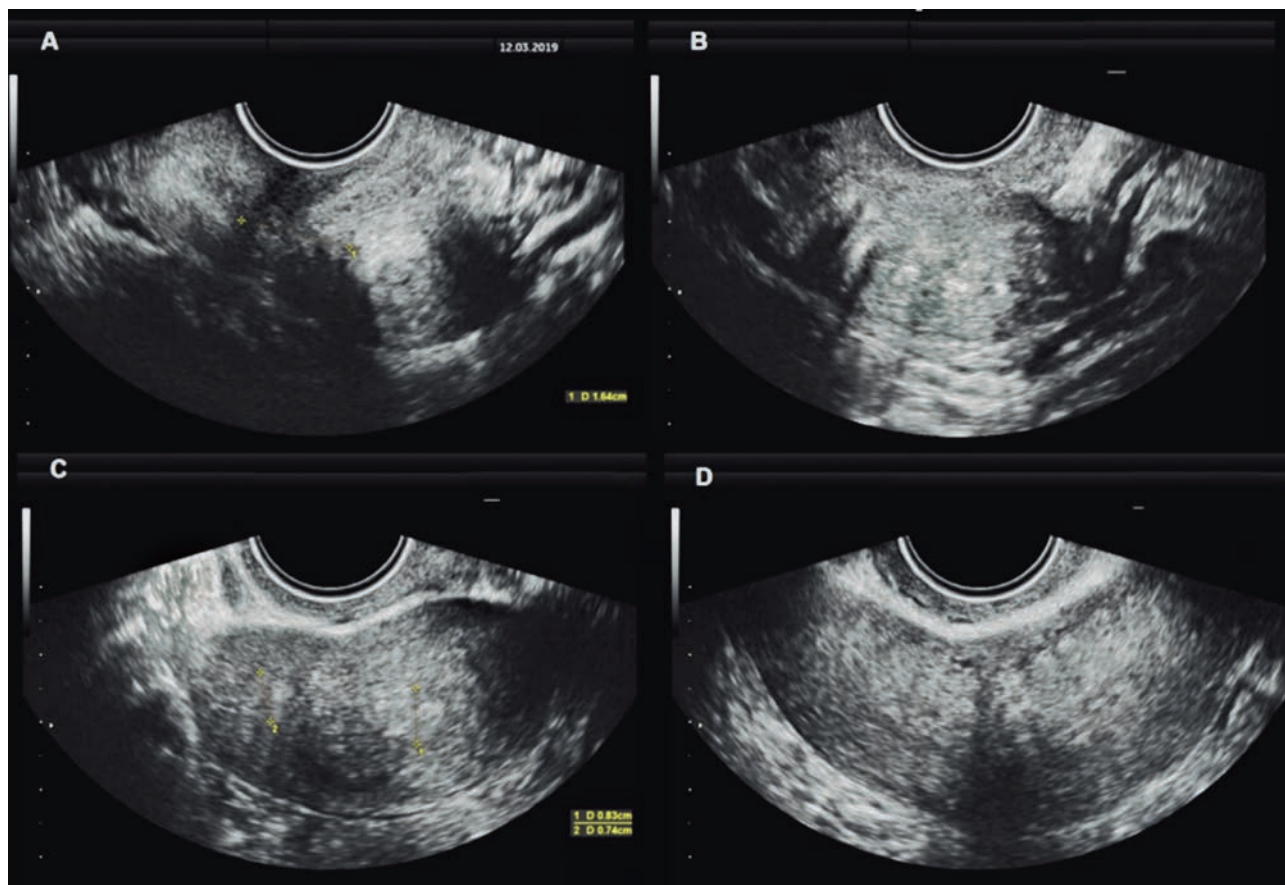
Ecografía transvaginal
